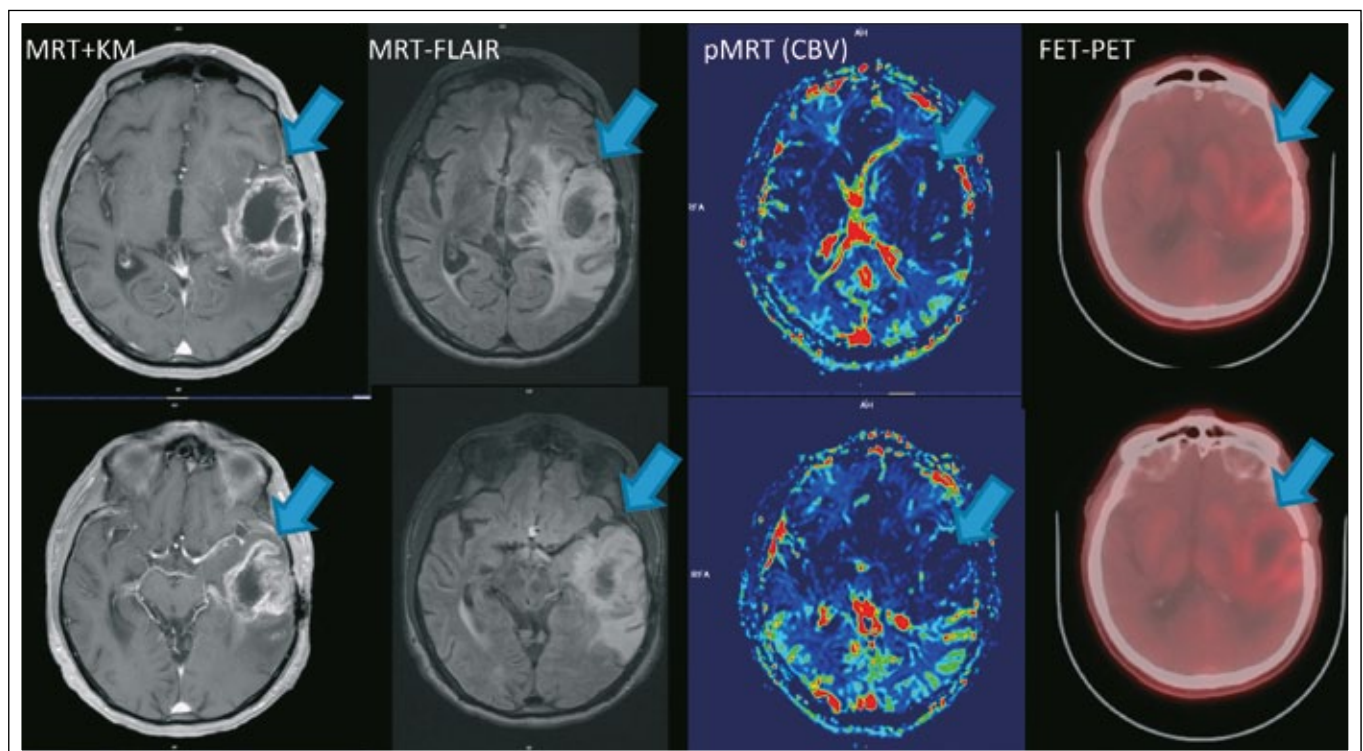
Follow-up-Imaging vom Februar 2014: MRT + KM, MRT FLAIR und pMRT, sowie FET-PET zeigen deutliche Hinweise für „Pseudoprogression“. Deutlich ausgeprägte KM-Aufnahme (MRT + KM), verminderte Perfusion in der pMRT und herabgesetzte Traceraufnahme im FET-PET im Vergleich zum Vorbefund (Tumorbereich mit Pfeil markiert)
